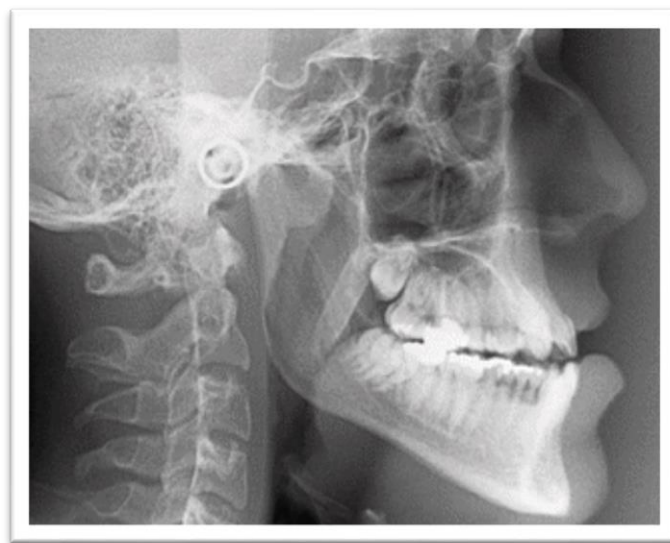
Radiografia Cefalométrica. Fonte:www.scielo.br
